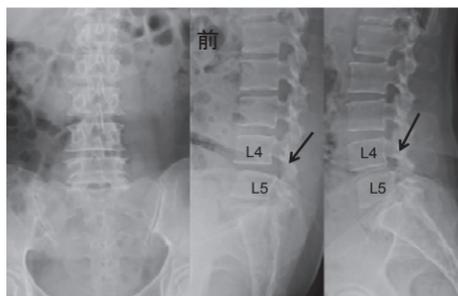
腰椎単純X線像。左は正面から見たところで、真中は腰を前に曲げて横から写した画像、右は腰を伸ばして横から写した画像です。第4腰椎(L4)が第5腰椎(L5)に対して前方へ移動しているのがわかります(矢印)。これを「すべり」と言います。
